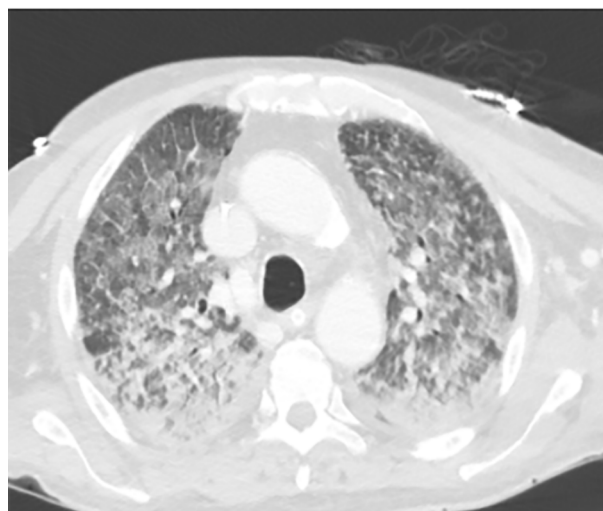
Tomografía de tórax corte axial. Texto alternativo para asistencia visual: tomografía de tórax corte axial por encima de bifurcación de la carina y por debajo del cayado aórtico; se puede observar en ventana de parénquima pulmonar un patrón reticulonodulillar bilateral con predominio de zona posterior y central.
